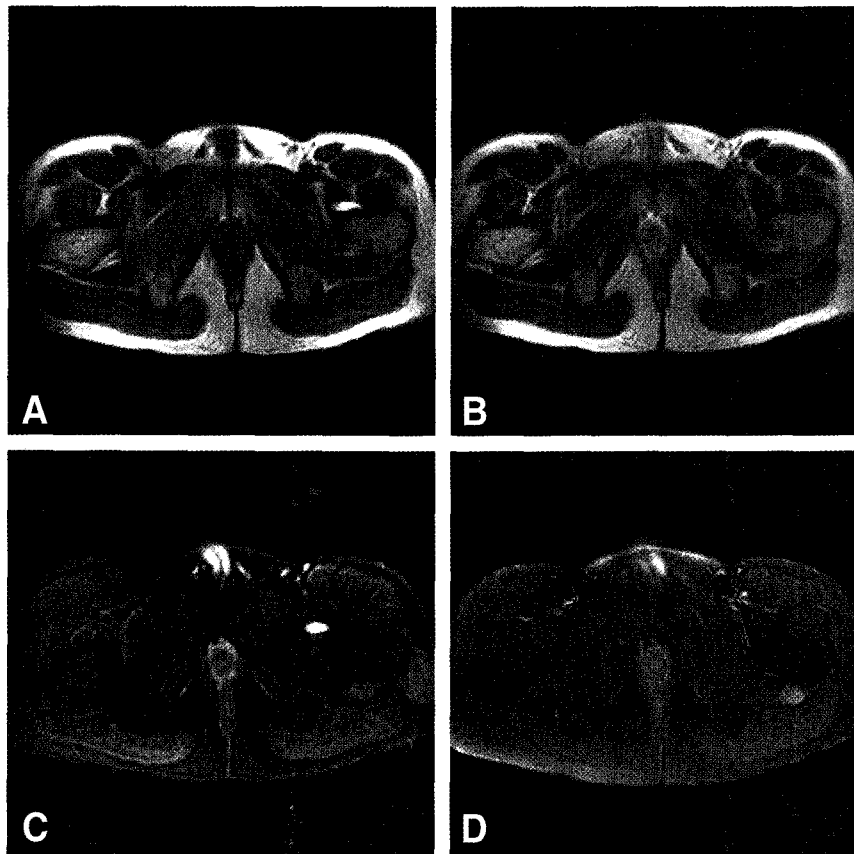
MR image. The soft tissue mass showed intermediate signal intensity on T1WI (A), high signal intensity on T2WI (B) and fat suppression image (C), and was well enhanced with gadolinium (D).
